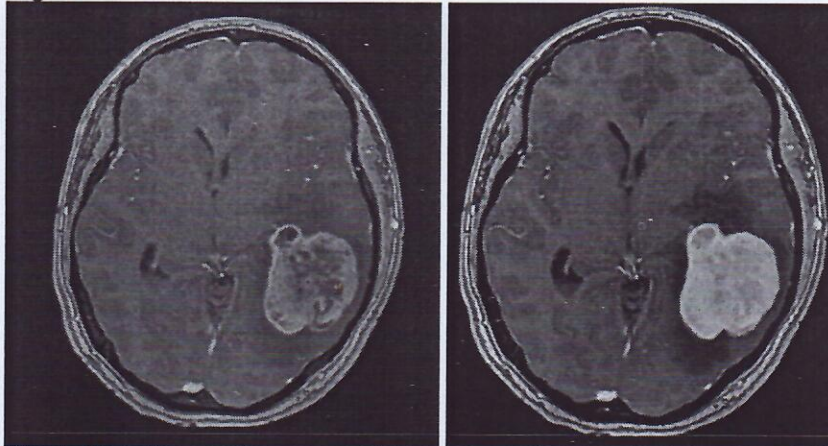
Muestra un ejemplo de un estudio de RM en secuencia T1 SPGR con contrastada con su respectiva delimitación del área de realce al momento de la segmentación con el sistema LIFEx.
